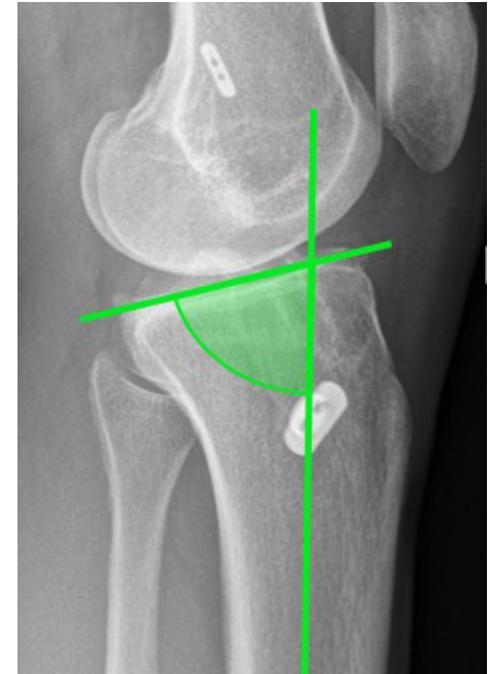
Messung des tibialen Slopes am Röntgenbild
